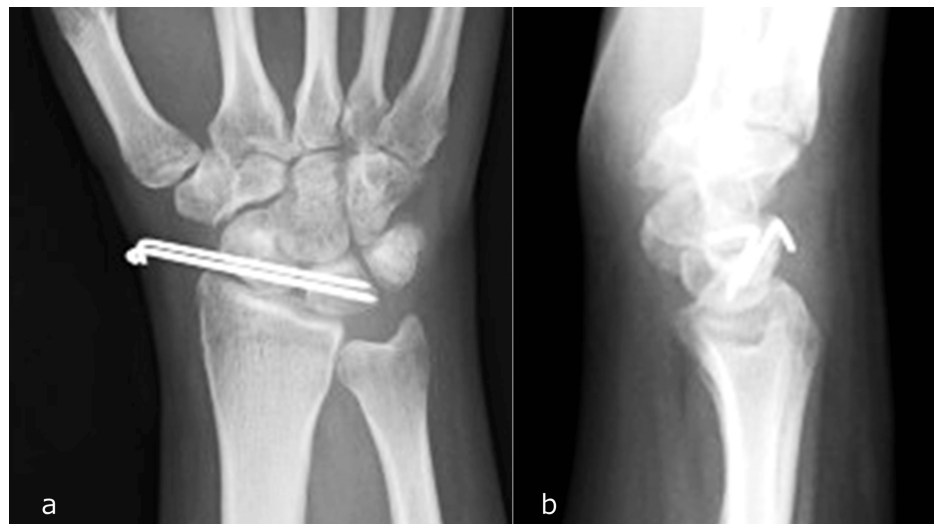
Postoperative X-ray following the initial surgery.
